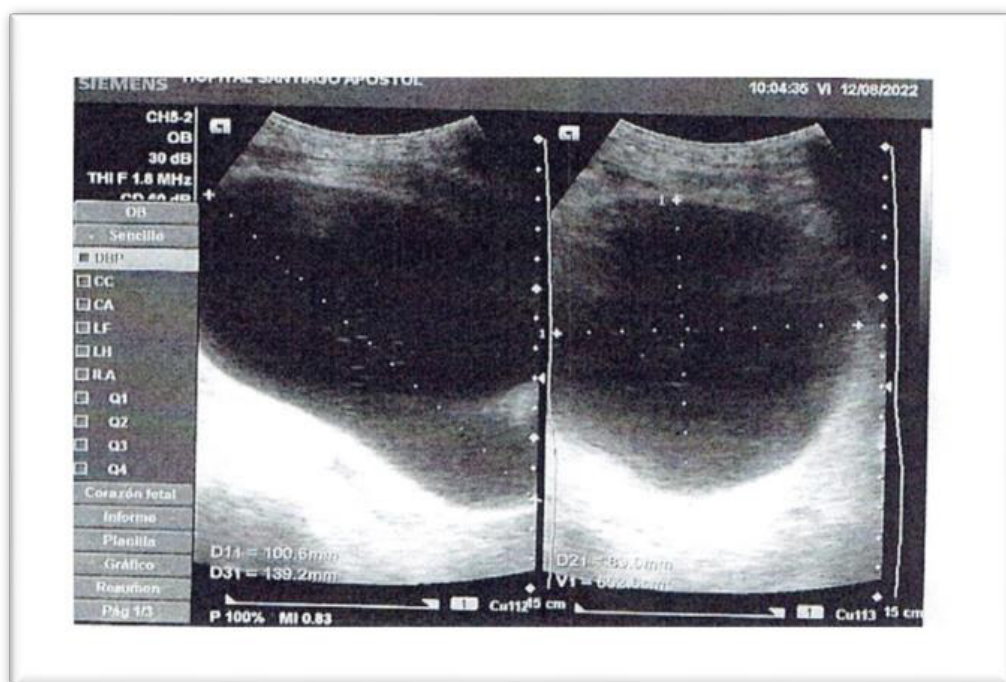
Ecografía vesical postmiccional con gran residuo.
